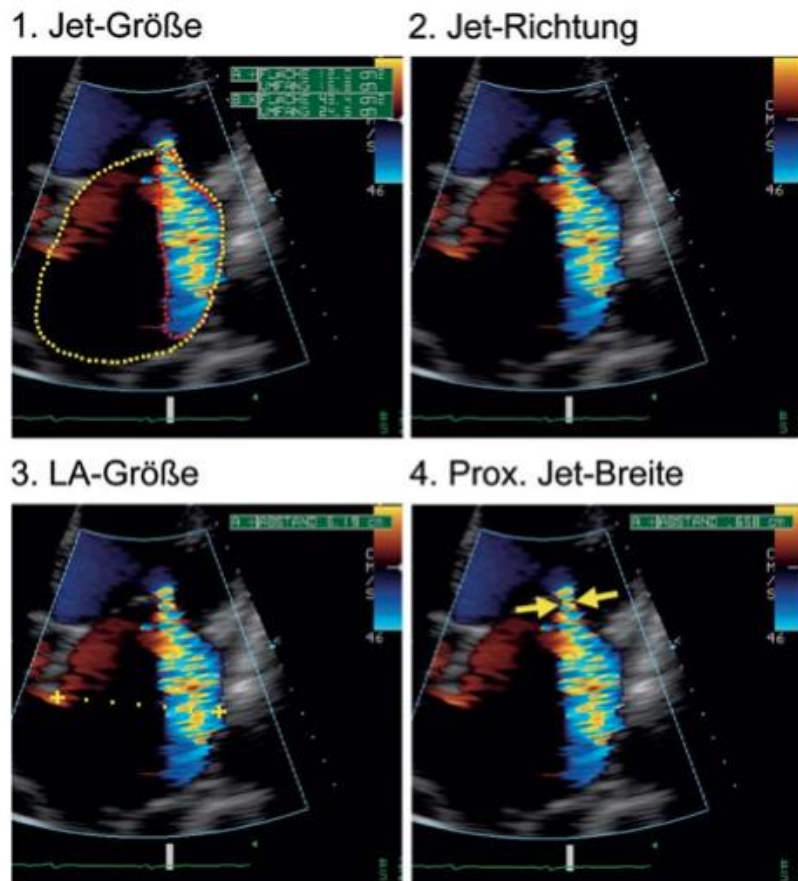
Echokardiographische Basisuntersuchung zur Abschätzung des Schweregrades (54).
